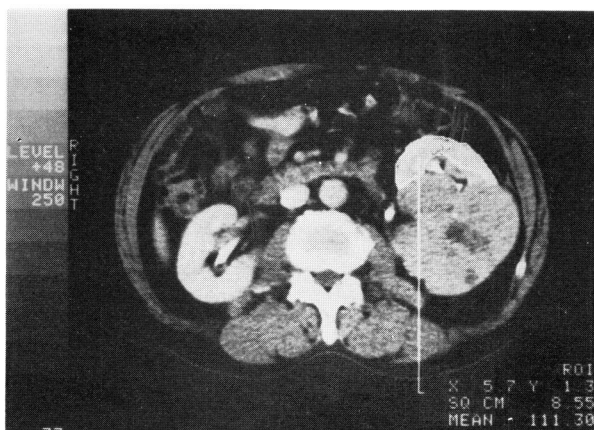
The uninvolved area was traced with light pen at CT viewing console
